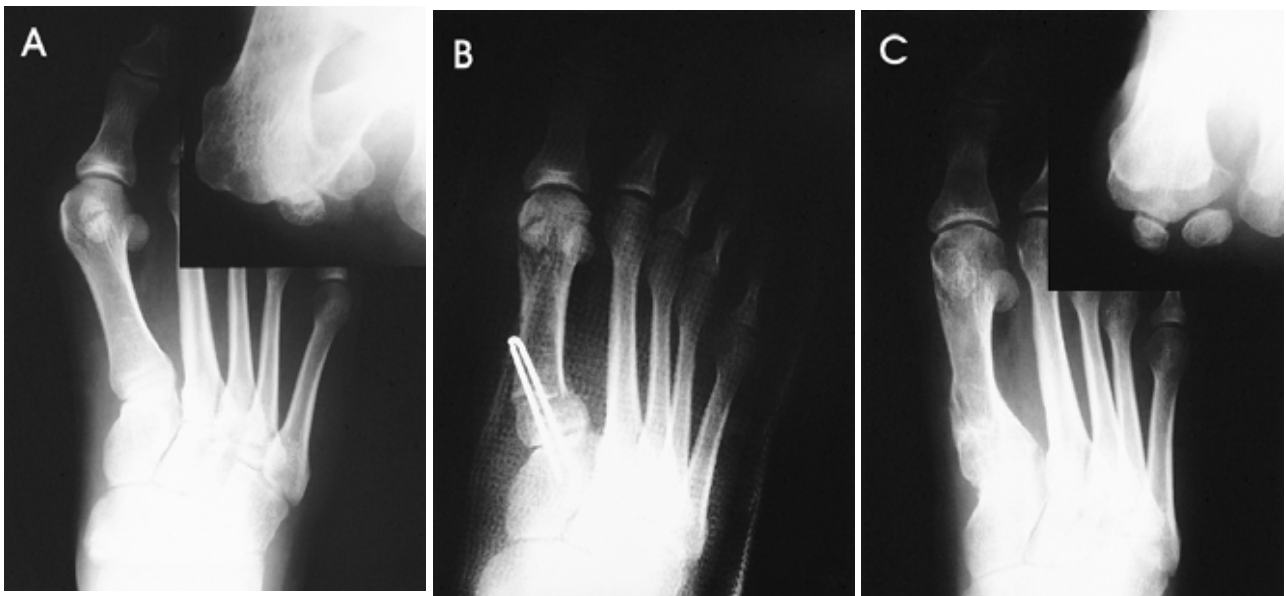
(A) Preoperative radiograph of a 54-year-old female. HVA was 50°, IMA was 25°, sesamoid subluxation was grade 4 in AP and grade 7 in tangential view. (B) Postoperative radiograph after proximal metatarsal osteotomy. HVA was 10°, IMA was 8°. Subluxation of sesamoid was reduced even though a plantar approach was not used. (C) Radiograph taken 1 year after surgery. HVA was 10°, IMA was 9°, sesamoid subluxation was grade 3 in AP and grade 2 in tangential view. The amount of correction had not decreased.
